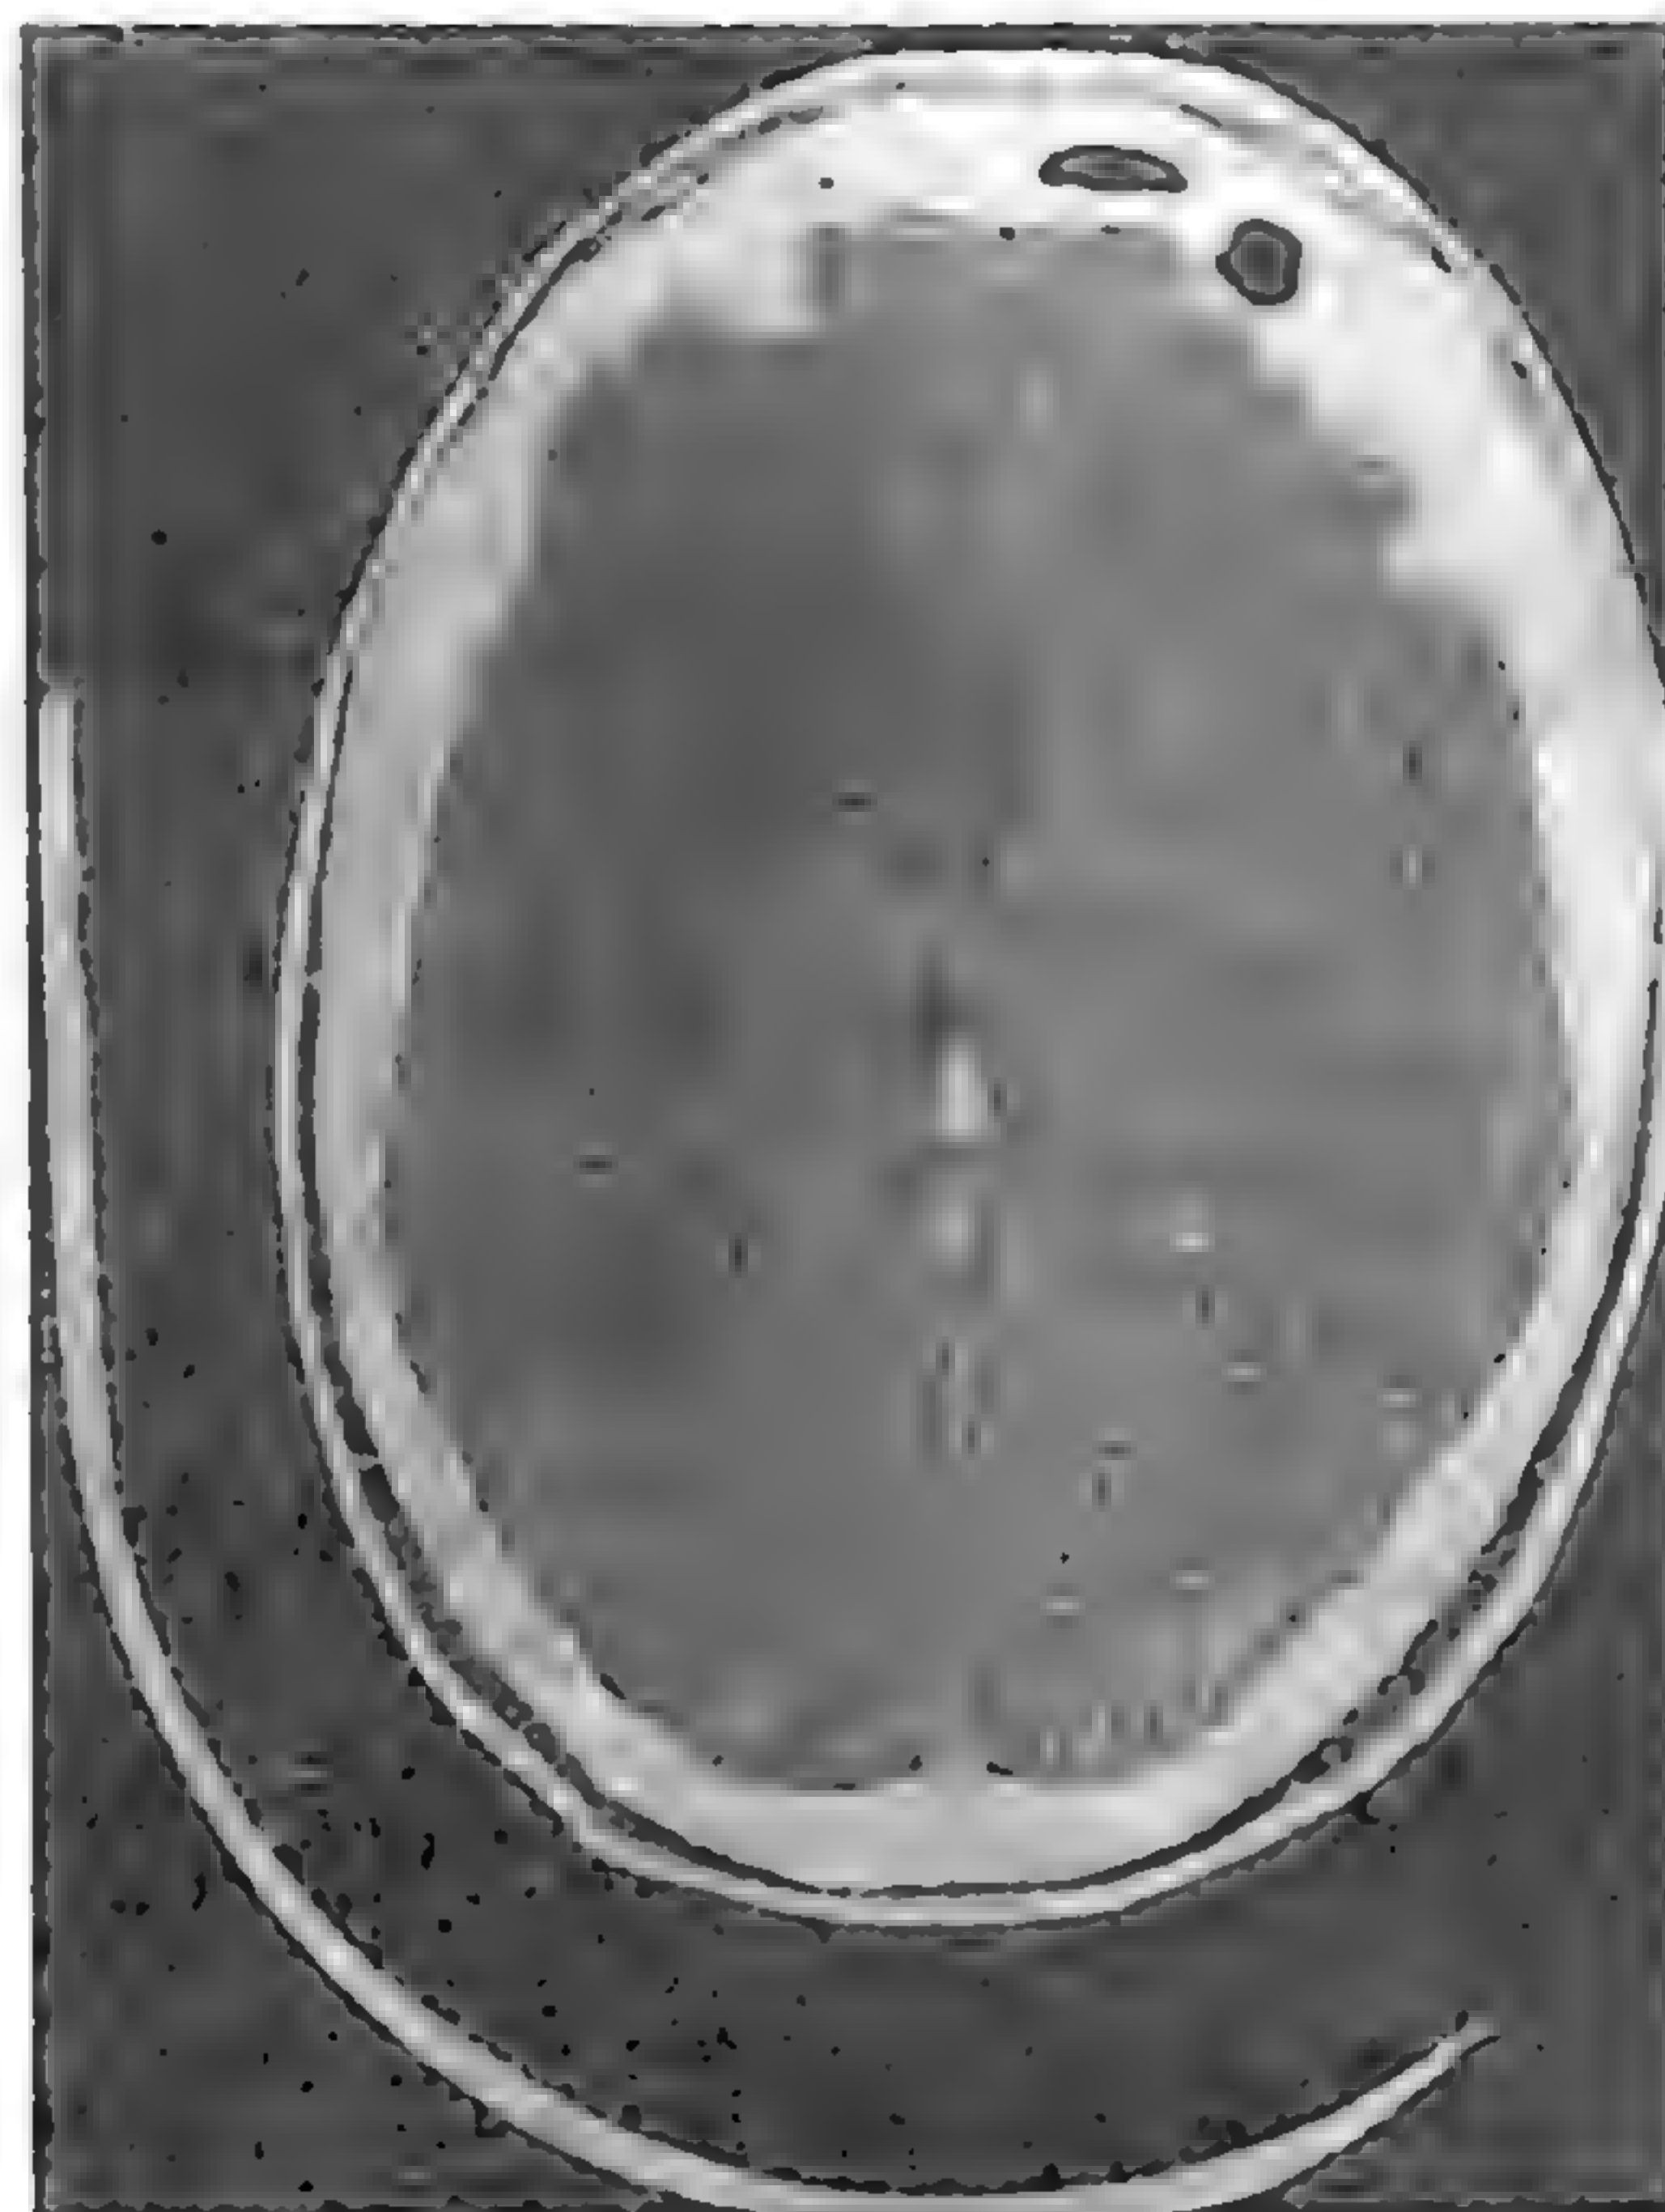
Aspect CT al unui infarct întins în teritoriul arterei cerebrale medii de parte dreaptă.
